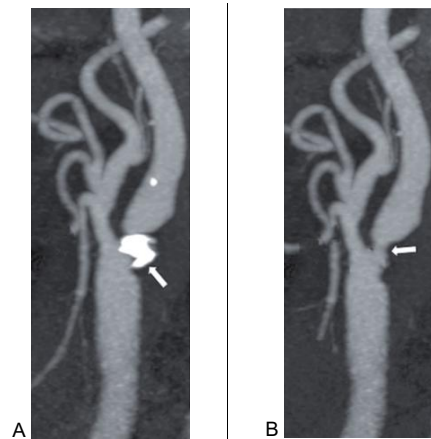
Ảnh cắt ngang qua đoạn xuất phát của ICA trái, trên CTA thông thường có xoá nền (A) và trên ảnh DE có xoá vôi hoá của mảng xơ vữa (B)
